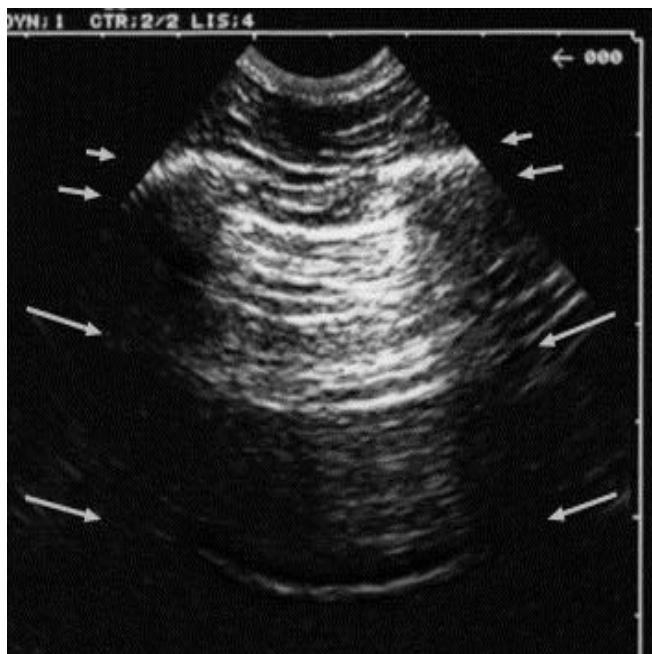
Poumon normal en échographie: lignes A.
